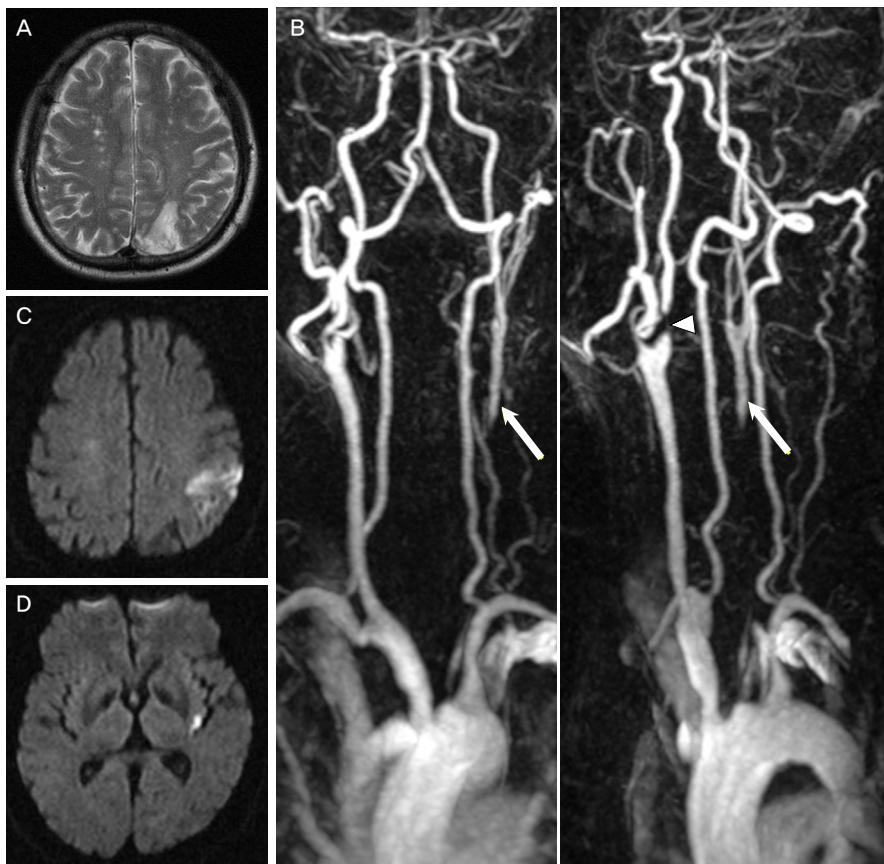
Brain MRI before (A and B) and after (C and D) indexed stroke. T2 weighted MRI (A) showed chronic infarction in the left cortical borderzone area. MRA (B) showed occlusion at the left proximal common carotid artery forming a stump (arrows) at the proximal end of the left carotid bifurcation and severe stenosis (arrowhead) at the right proximal internal carotid artery. Diffusion weighted MRI (C and D) showed acute multiple infarctions in the left hemisphere.
